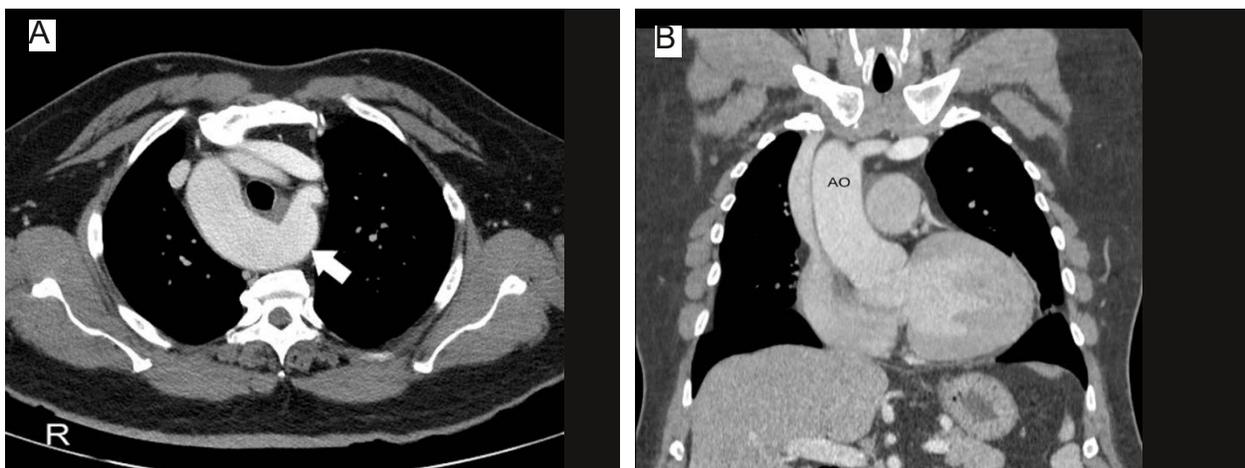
A -B Tomografía de tórax fase contrastada corte axial con su divertículo de Kommerell flecha blanca, reconstrucción coronal de la variante anatómica del arco aórtico (AO)
